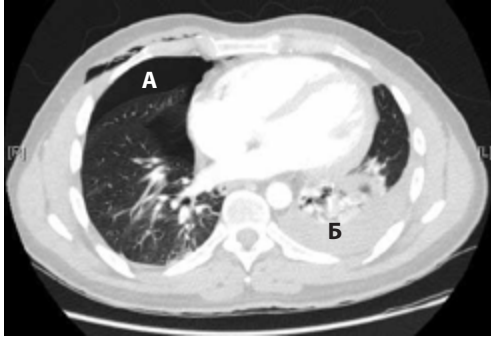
Рентгеновская компьютерная томография грудной клетки. А — правосторонний пневмоторакс. Б — левосторонний гемоторакс.
